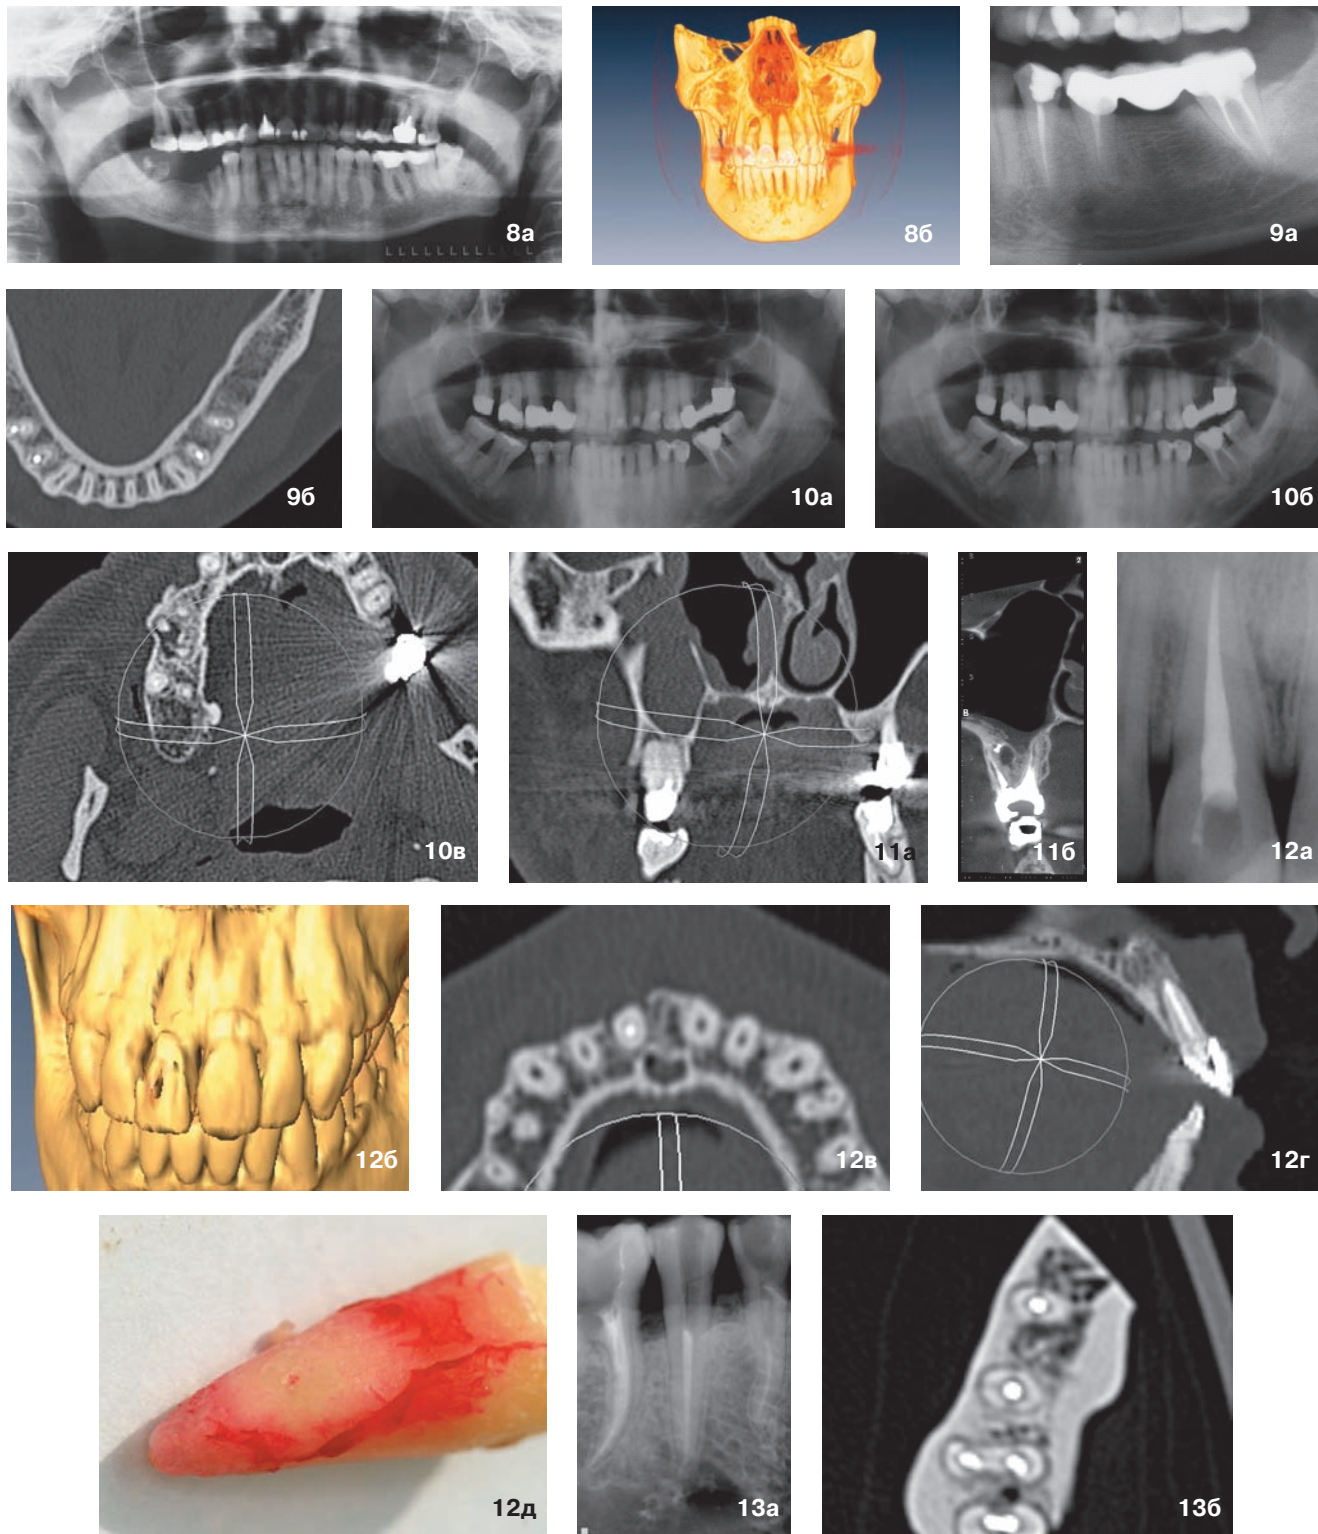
На ортопантограмме обширное разрежение костной ткани в области вершины зуба 1.2 видно не отчетливо; Рис. 8б. Обширная деструкция костной ткани в области вершины зуба 1.2. Рис. 9а. Хронический апикальный периодонтит зуба 3.5. Рис. 9б. На срезе КТ причина воспаления – дополнительный щечный канал зуба 3.5. Рис. 10а. ОПТГ, в каналах зубов 1.6 и 1.8 – следы материала. Изменения в периапикальных тканях отчетливо не определяются. Рис. 10б. На срезе КТ – обширная деструкция костной ткани в периапикальной области зуба 1.6. Рис. 10в. На срезе КТ – сообщение зоны периапикальной деструкции с верхнечелюстной пазухой и полипозные разрастания слизистой оболочки пазухи. Рис. 11а. На ОПТГ определяется зона периапикальной деструкции в области дистального щечного корня зуба 1.6. Рис. 11б. На срезе КТ – реальный размер очага периапикальной деструкции и его соотношение с дном верхнечелюстного синуса. Рис. 12а. На прицельном снимке: канал зуба 1.1 хорошо запломбирован. Рис. 12б. 3D-моделирование. Рис. 12в. На срезе КТ виден дефект костной ткани с вестибулярной стороны. Канал obturated. Рис. 12г. Срез КТ. Канал зуба 1.1 obturated; Рис. 12д. Зуб 1.1 после удаления. Причина проблем – дополнительный канал. Рис. 13а. На фрагменте ОПТГ – клинически выявленный продольный перелом зуба 4.5. Рис. 13б. На срезе КТ – ложноположительные результаты, истинной линии перелома не видно.
